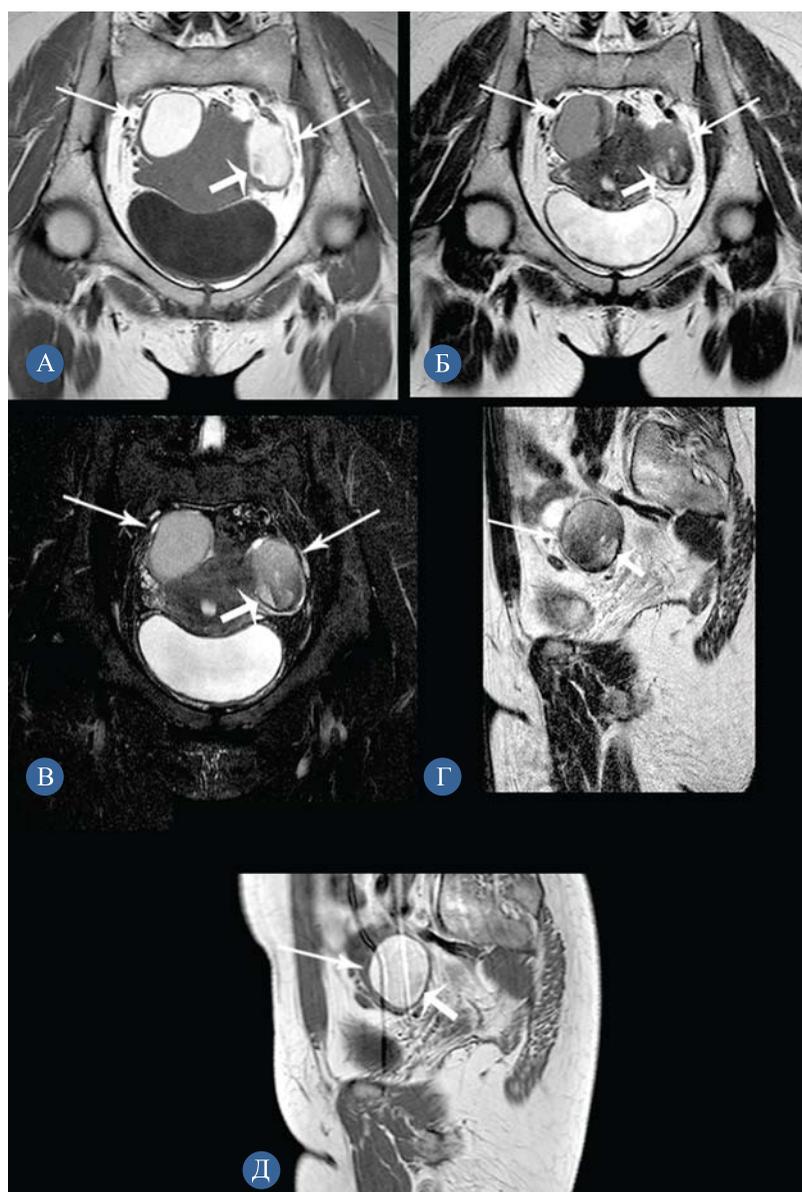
Магнитно-резонансные томограммы таза: корональная проекция в режимах T1ВИ (А), T2ВИ (Б), T2ВИ с жироподавлением (В); сагиттальная проекция в режимах T2ВИ (Г), T1ВИ (Д). Тонкими стрелками указаны кистозные структуры, толстой стрелкой — солидный компонент
